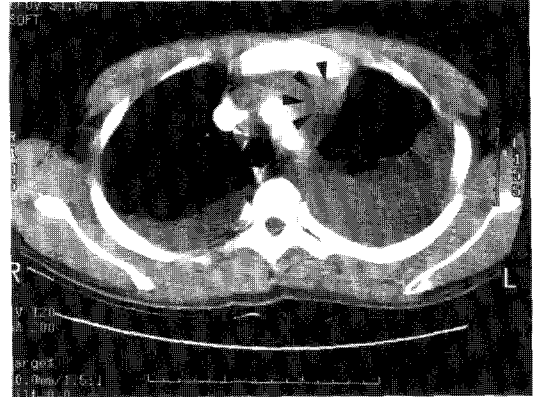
Post-contrast chest CT shows an ill-defined enhancing soft tissue mass (arrowhead) in the anteriosuperior mediastinum.
